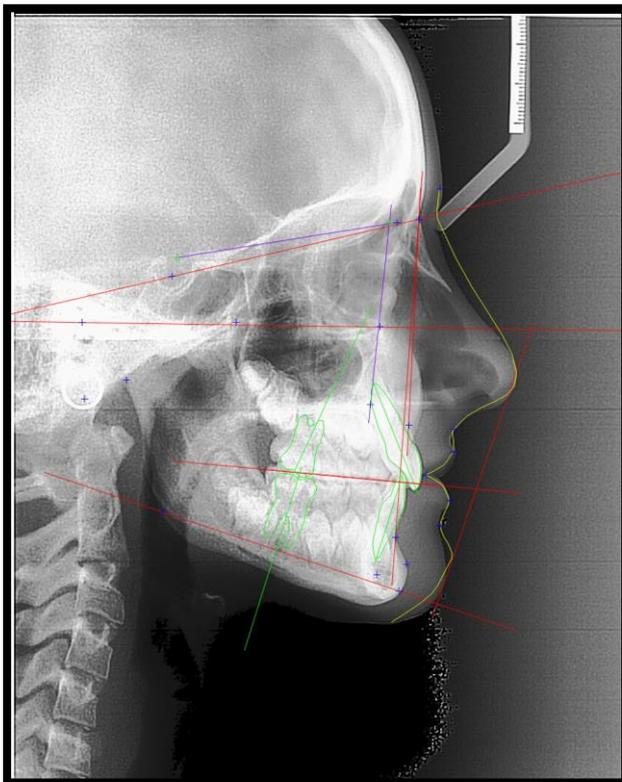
Téléradiographie de profil
